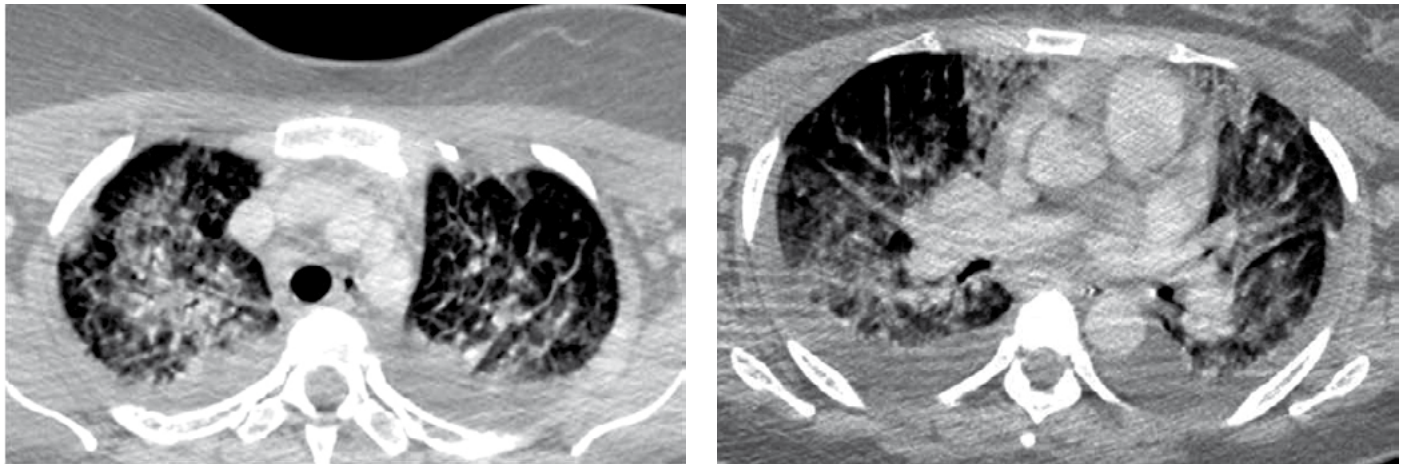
Militaire de 31 ans en mission de lutte contre l'orpaillage illégal, notion de consommation de suidé sauvage en forêt. Toxoplasmose amazonienne à tropisme pulmonaire. Scanner thoracique en fenêtre parenchymateuse montrant des plages de condensation alvéolaire et verre dépoli associés à des lignes septales touchant tous les lobes mais prédominant dans les lobes supérieurs, et un épanchement pleural d'abondance moyenne bilatéral, en rapport avec un SDRA (crédit photo : M. Zappa) / 31-year-old soldier on a mission against illegal gold mining, notion of consumption of wild suidé in the forest. Amazonian toxoplasmosis with pulmonary tropism. Chest CT scan in parenchymal window showing areas of alveolar condensation and ground glass associated with septal lines affecting all the lobes but predominantly in the upper lobes, and a pleural effusion of medium abundance bilaterally, in connection with ARDS (photo credit: M. Zappa)
